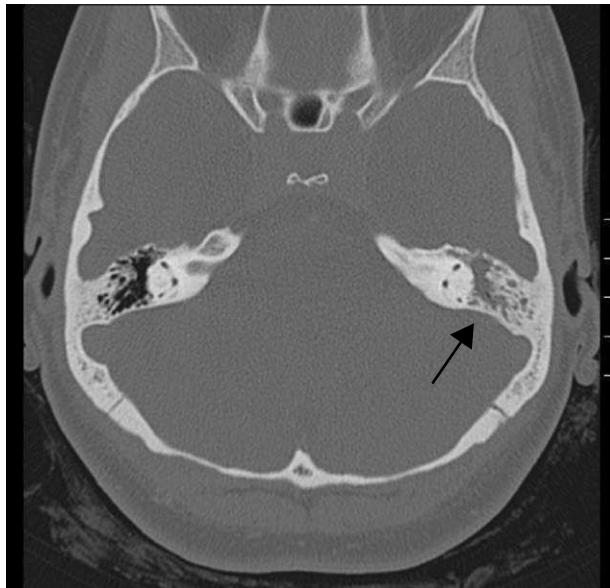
TAC craneal a nivel de peñascos: ocupación de oído medio y de celdas antromastoideas, por material inflamatorio sin destrucción de estructuras óseas (flecha).
